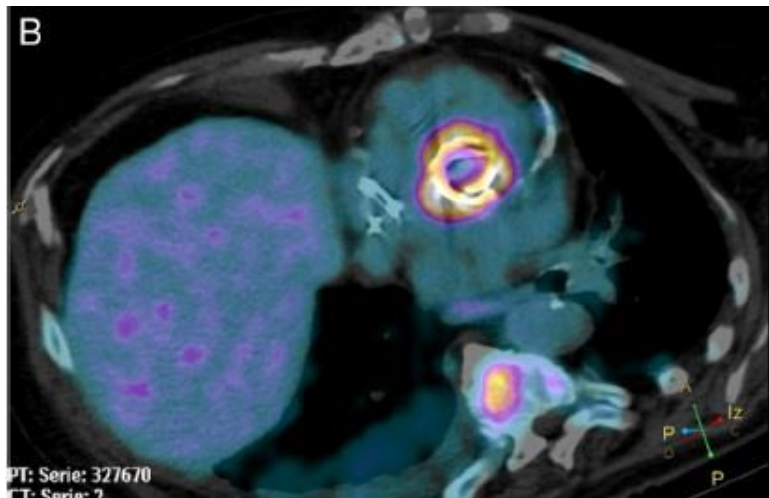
PET/TC corte axial de una mujer con sospecha de endocarditis de válvula mitral (Olivas Arroyo, 2016).
